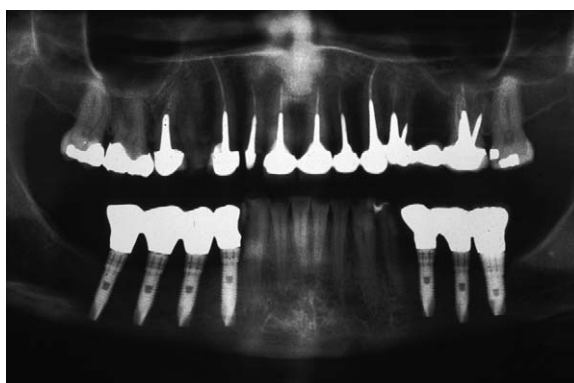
Cas n° 3 : radiographie panoramique de contrôle à 24 mois.
